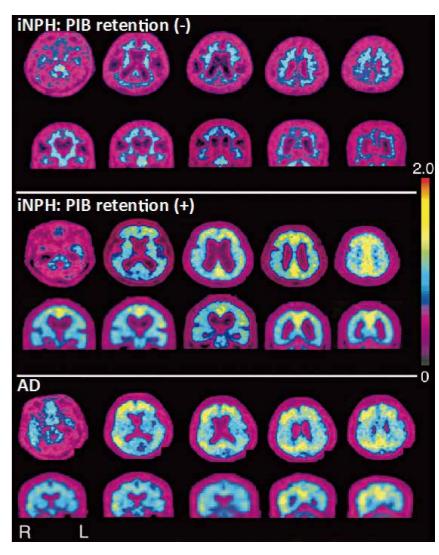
アミロイドPET画像。(上)iNPH患者、アミロイド沈着陰性。(中)iNPH患者、アミロイド沈着陽性。(下)AD患者。
